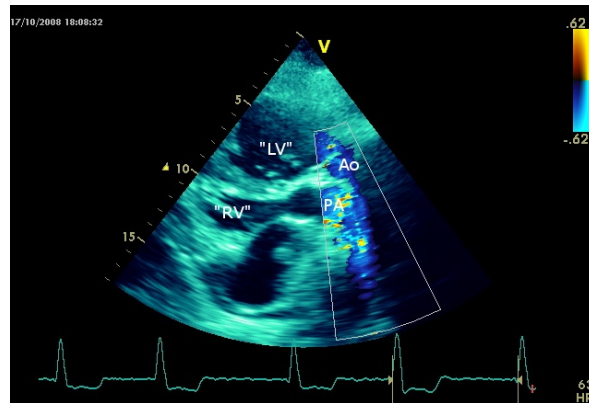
Ecocardiografia transtoracica in un paziente adulto con trasposizione dei grossi vasi congenitamente corretta (doppia discordanza): inversione ventricolare, arteria polmonare posteriore trasposta e aorta anteriore che fuoriesce dal ventricolo morfologicamente destro
